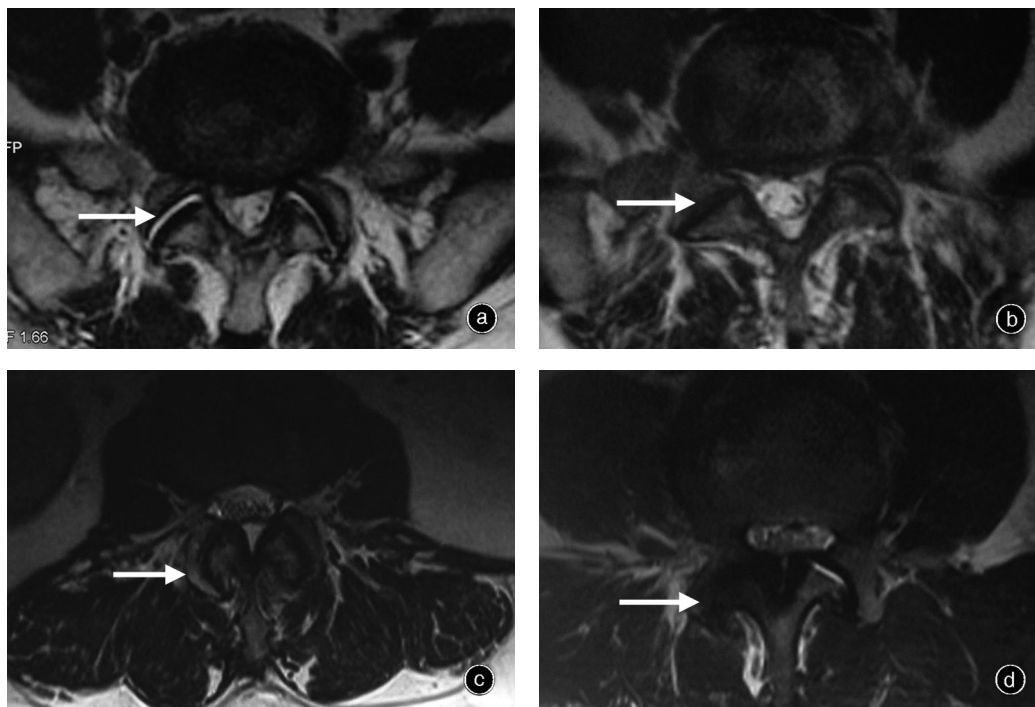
腰椎关节突关节炎MRI分级,T₂WI a 0级,正常(箭头所示) b 1级,轻度退变(关节间隙小于2 mm)、小骨赘形成、关节突关节轻度肥大(箭头所示) c 2级,中度退变(关节间隙小于1 mm)、中等大小骨赘形成、关节突关节增生肥大、轻度的关节面下骨侵蚀(箭头所示) d 3级,严重退变、关节间隙严重狭窄、巨大骨赘、严重增生肥大、关节面下骨囊性变、关节面下骨侵蚀(箭头所示)
